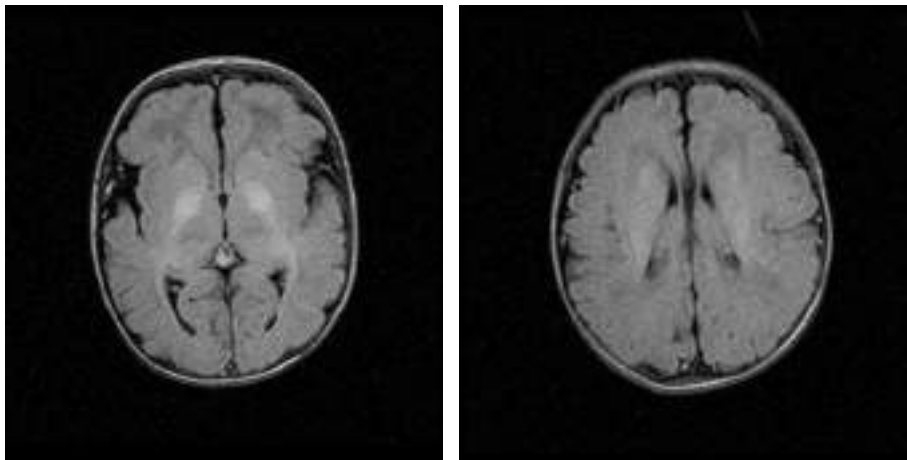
Cortes axiales de RM en T2: afectación difusa de ganglios basales bilaterales, pero no de tálamos. Afectación leve de sustancia blanca subcortical profunda.
